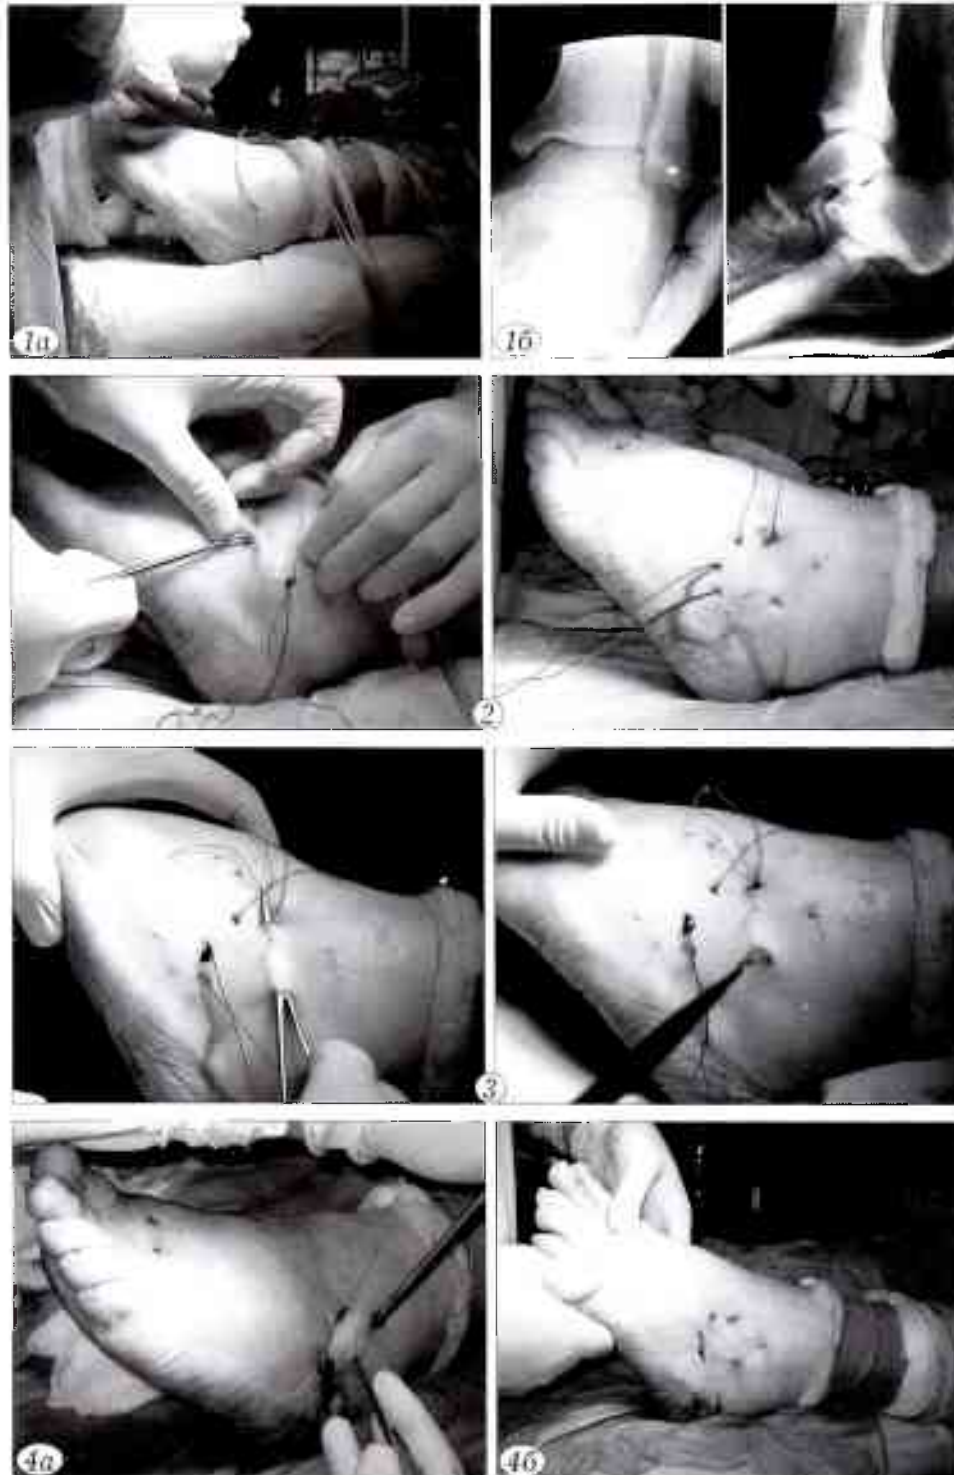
Установка (а) и рентгенконтроль положения (б) анкерного винта.
